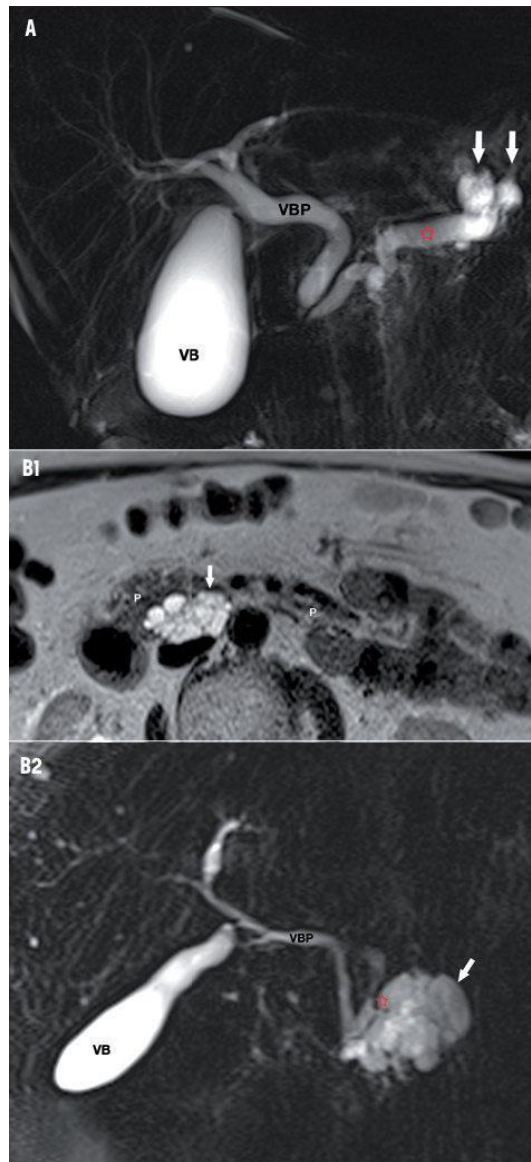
Tumeur intracanalair papillaire et mucineuse du pancréas. A : TIPMP Main Duct, dilatation du CPP (*) associée à une dilatation des canaux secondaires de la queue du pancréas (flèches). Coupe coronale d'une séquence IRM pondérée T2 (MRCP). VPB : voie biliaire principale ; VB : vésicule biliaire. B1 : TIPMP Branch Duct, lésion multiloculée (flèche) sur la séquence IRM en pondération T2 au plan axial. B2 : TIPMP Branch Duct, visualisation de la communication entre la lésion kystique de la tête du pancréas et un canal pancréatique secondaire (*). Séquence IRM en pondération T2 (MRCP) au plan coronal. P : parenchyme pancréatique ; VBP : voie biliaire principale ; VB : vésicule biliaire. (67)
